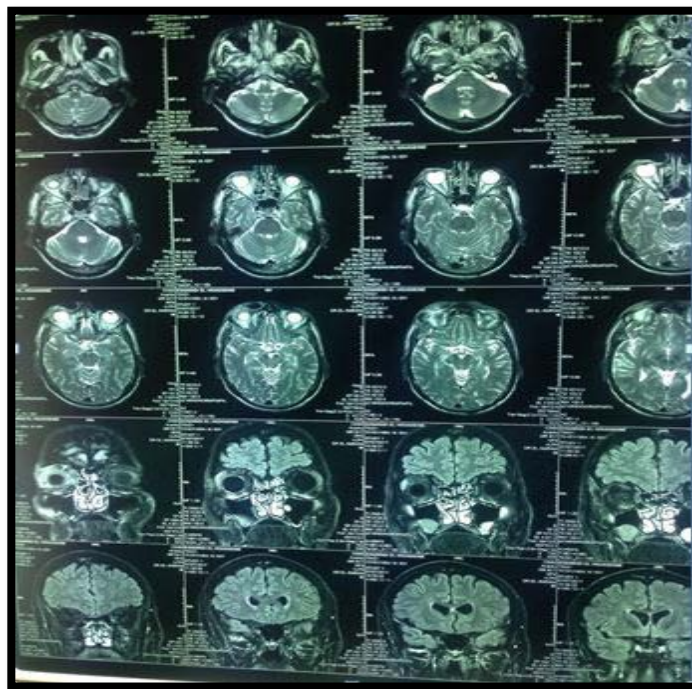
IRM orbitaire avait montré une masse du canthus interne de l'OD de 16*16*20 mm avec infiltration de la graisse extraconique et de muscle droit en faveur d'une récurrence.
